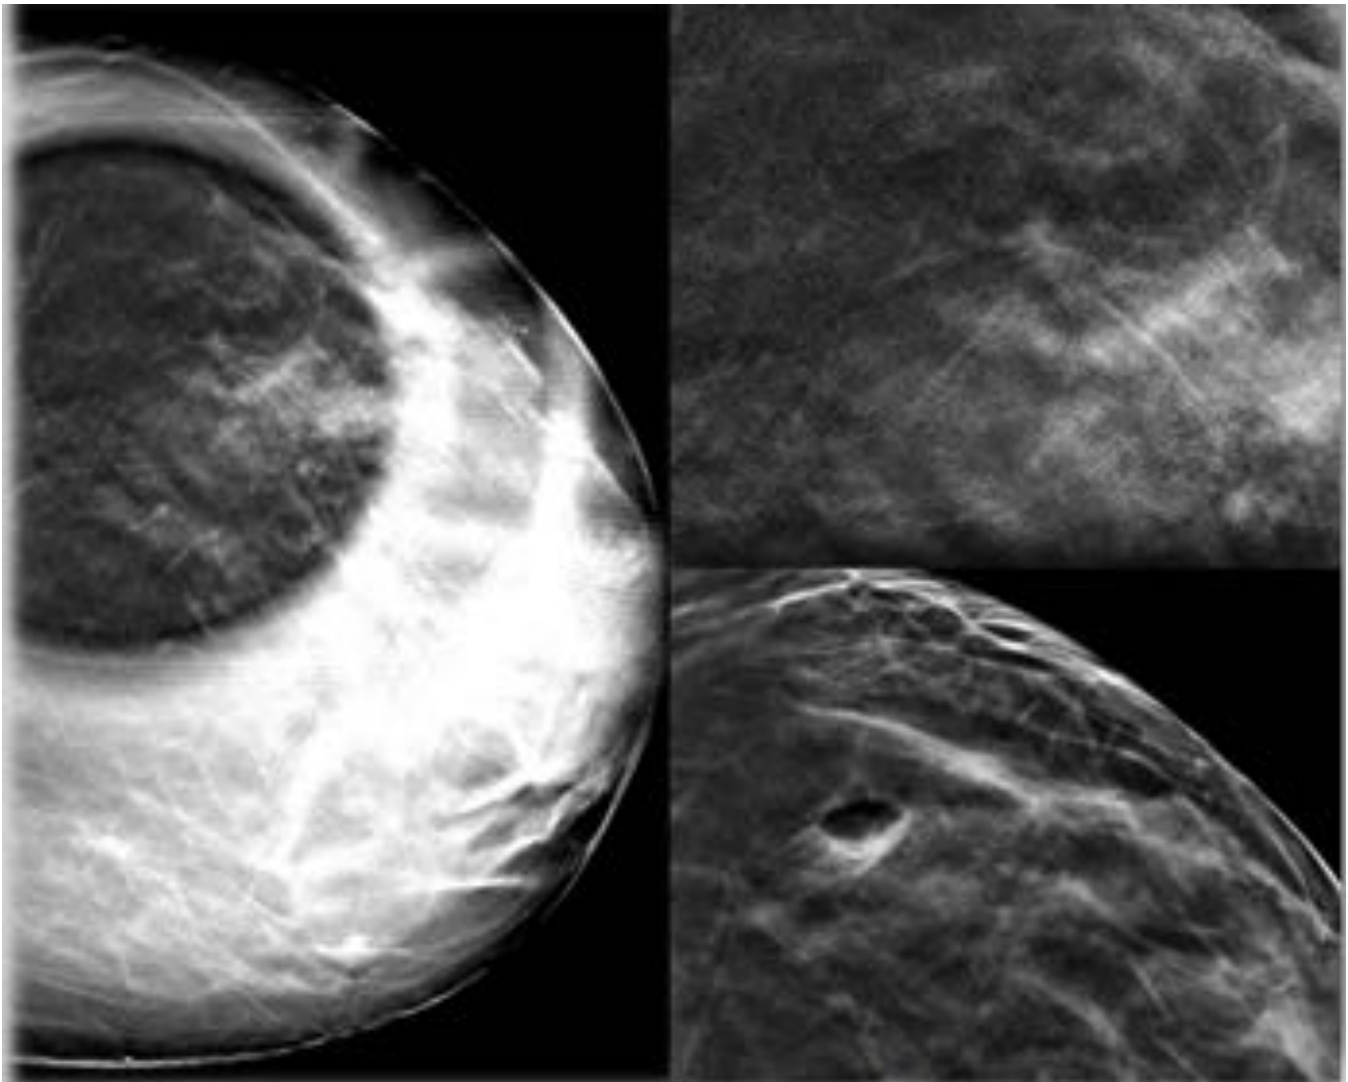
Distorsión arquitectural de espículas largas en CIE de la MD, no visible en 2D, y si con tomosíntesis. La lesión se observó en ecografía dirigida por lo que la biopsia se realizó mediante BAG
